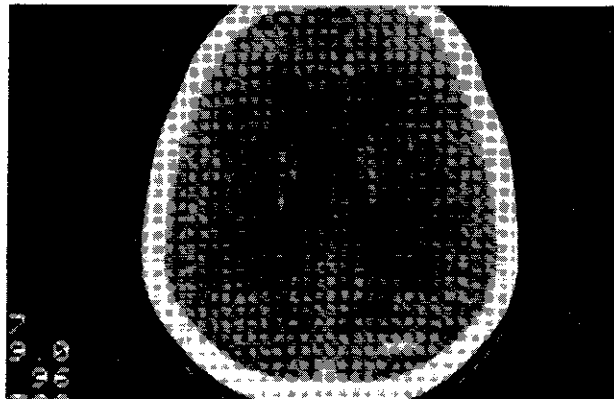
TAC cerebral, en la que se observa imagen sugerente de MAVIC parietooccipital derecha (paciente núm. 5).
